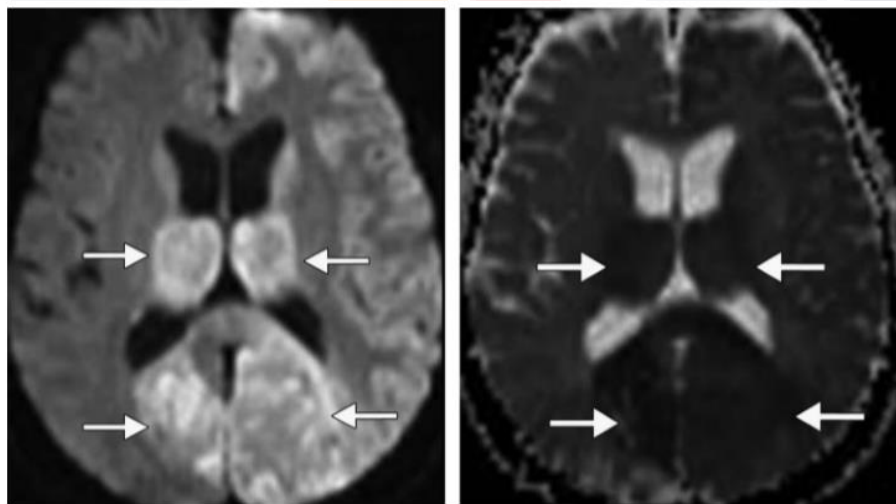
EVC isquémico agudo de la circulación posterior. La imagen de difusión muestra áreas bilaterales de mayor intensidad de señal (flechas) en tálamo y lóbulos occipitales. El mapa de ADC muestra valores de ADC disminuidos en las mismas áreas (flechas). Tomado de RadioGraphics 2006; 26:S75–S95.
